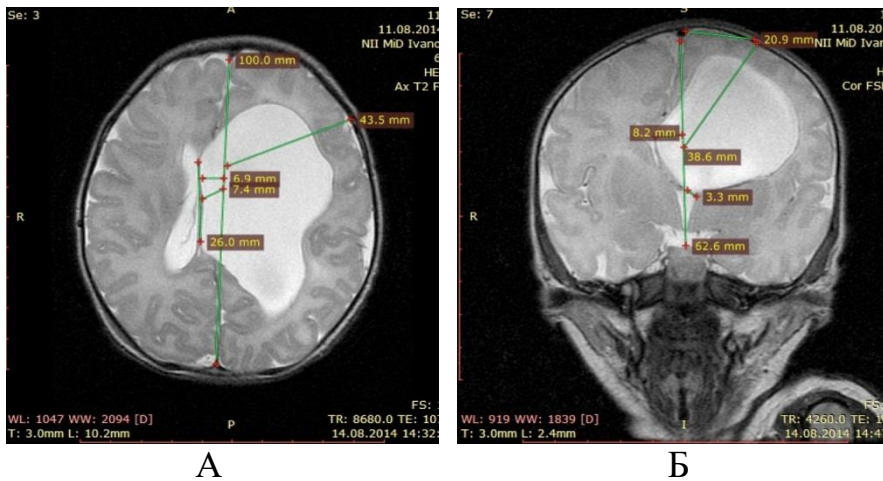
Дооперационное МРТ головного мозга. Наблюдение №46, больной В., 1 год, история болезни №2018-11. Д-з: Моноventрикулярная гидроцефалия. В аксиальной (А) и коронарной (Б) проекциях + предоперационная разметка
